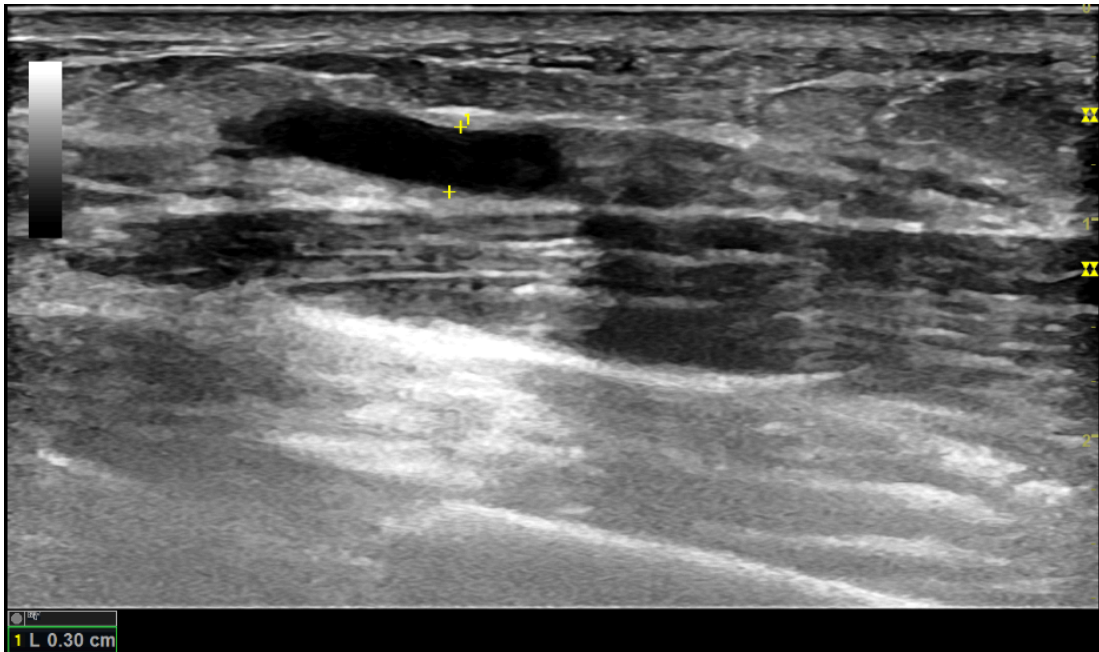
Échographie mode B montre le rétablissement du calibre de la veine à 3mm
